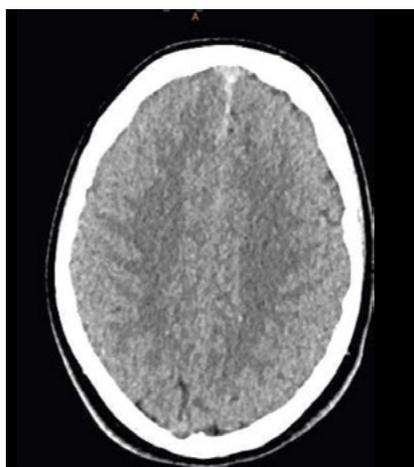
МСКТ головного мозга при поступлении
